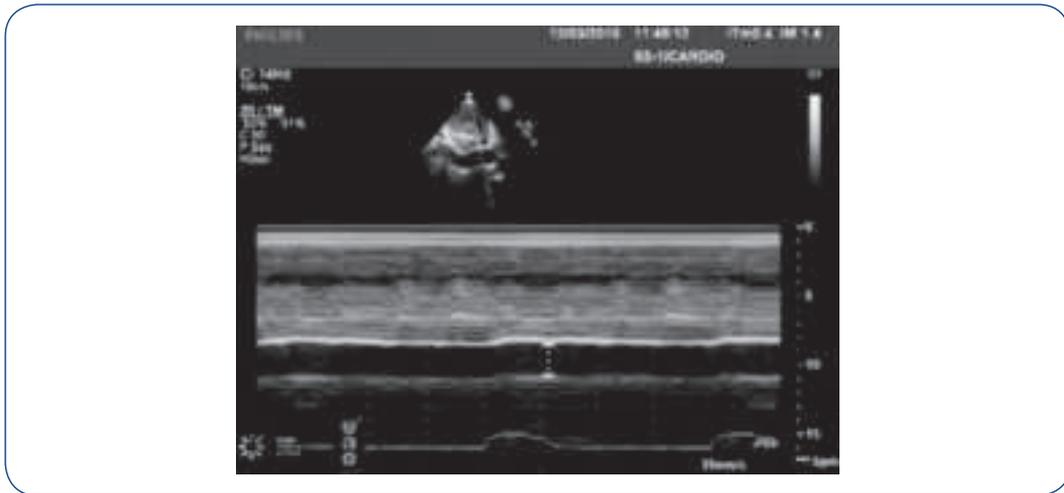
Medida do diâmetro da VCI por ecocardiografia em modo M, após visualização da veia com o modo bidimensional. O transdutor é posicionado na linha abdominal média, abaixo do apêndice xifoide. A veia deve ser visualizada em seu maior diâmetro, aproximadamente 2 cm abaixo da sua desembocadura no átrio direito, após o que registra-se o modo M, com o cursor o mais perpendicular possível ao maior eixo da veia. As medidas devem ser feitas no maior diâmetro expiratório e no maior diâmetro inspiratório da veia.
